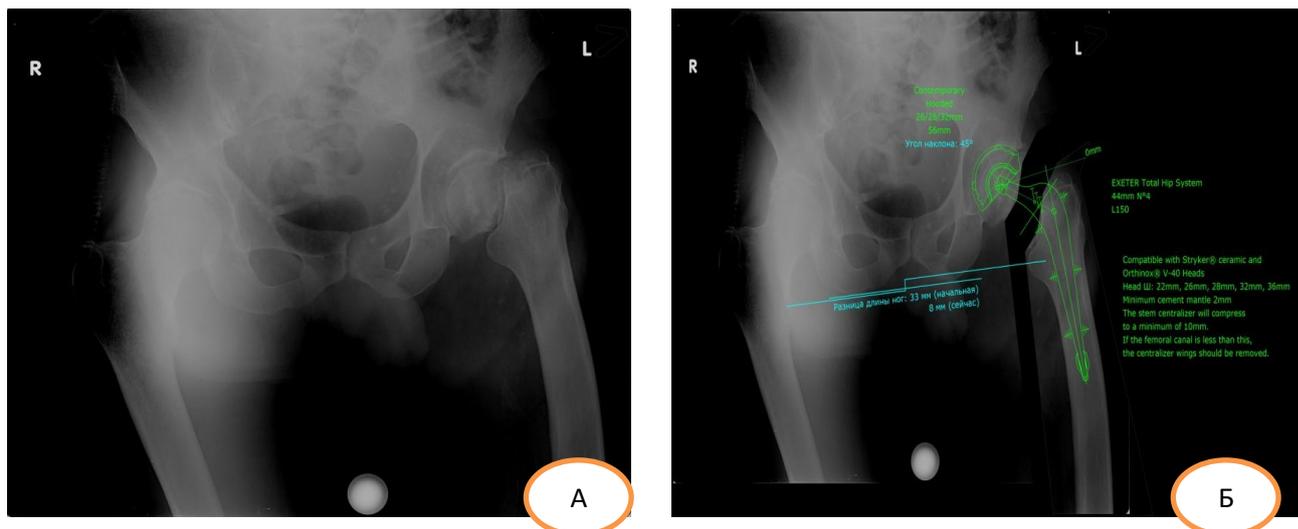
А – Предоперационные рентгенограммы; Б – планирование операции
